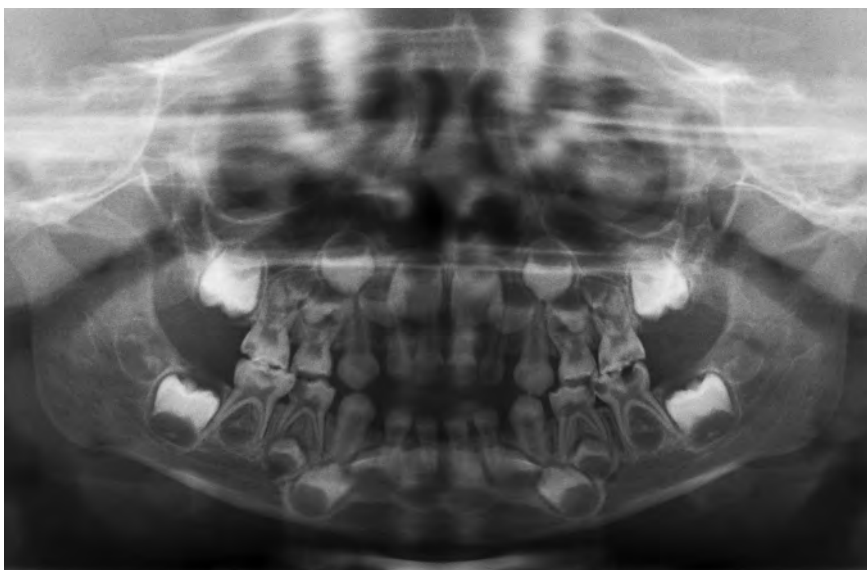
Fall 1: Zur Abschätzung des Behandlungsumfangs und der Prognose wurde bei dem 4-jährigen Jungen ein Röntgenbefund (OPG) erhoben. Sowohl der Resorptionsgrad der ersten Dentition als auch das Fortschreiten der kariösen Läsionen konnte weitgehend beurteilt werden. Es zeigten sich multiple kariöse Läsionen an allen Milchmolaren und den Oberkieferfrontzähnen (55 C₃-Karies, 54 C₂-Karies, 64 C₁-Karies, 65 C₃-Karies, 74 C₄-Karies, 75 C₄-Karies mit Pulpabeteiligung, 84 C₄-Karies mit Pulpabeteiligung, 85 C₃-C₄-Karies)
